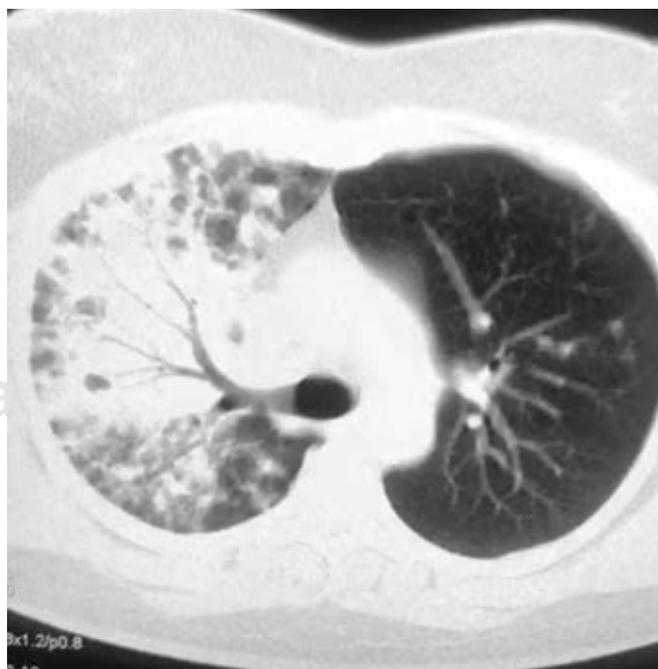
Tomografía de tórax.
